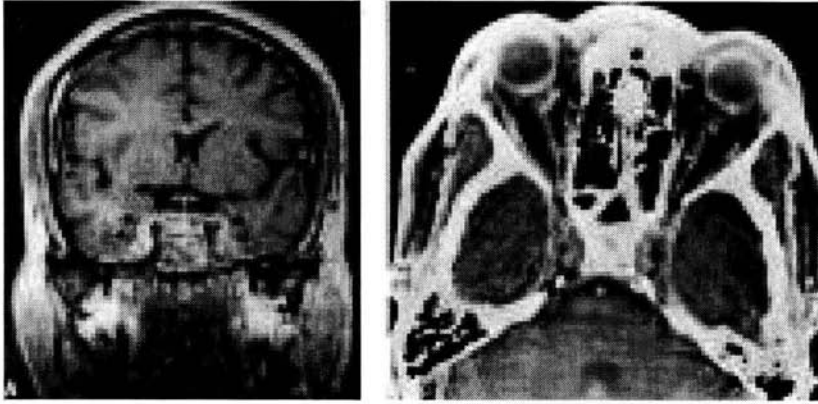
Trombosis del seno cavernoso. Izquierda: Resonancia Magnética contrastada fase T1 en la que se observa al seno cavernoso crecido y heterogéneo. Derecha: Tomografía Computada con contraste: Tejido blando preseptal con celulitis y contenido orbitario normal y heterogéneo. (Younis RT, Anand VK, Davidson B. The role of Computed Tomography and Magnetic Resonance imaging in patients with sinusitis with complications. Laryngoscope 2002; 112: 224-229.)
